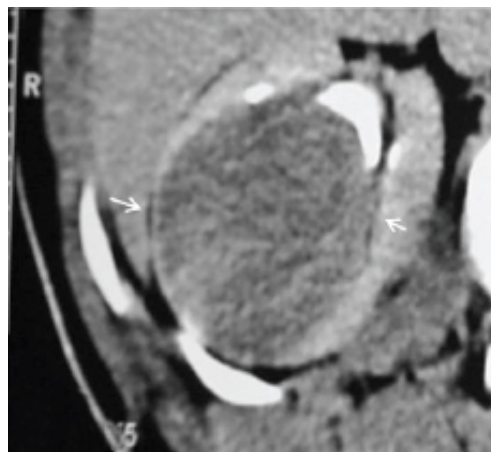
Adenocarcinoma de células renais. Tomografia computadorizada de abdome com contraste iodado intravenoso.
